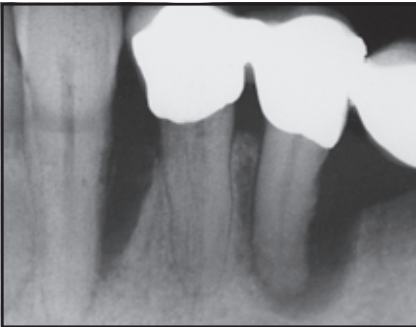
Röntgenbilder der Ausgangssituation: fortgeschrittener Knochenverlust distal des linken unteren Eckzahns. CAL und PD betragen 10 mm.
